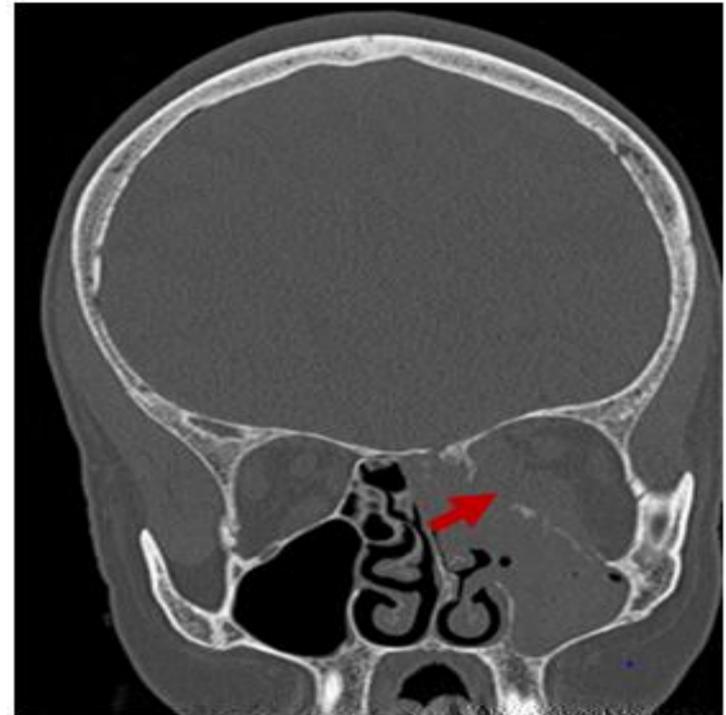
TAC coronal óseo. Destrucción del suelo orbitario. Adenocarcinoma bien diferenciado infiltrante (adenoide quístico)
